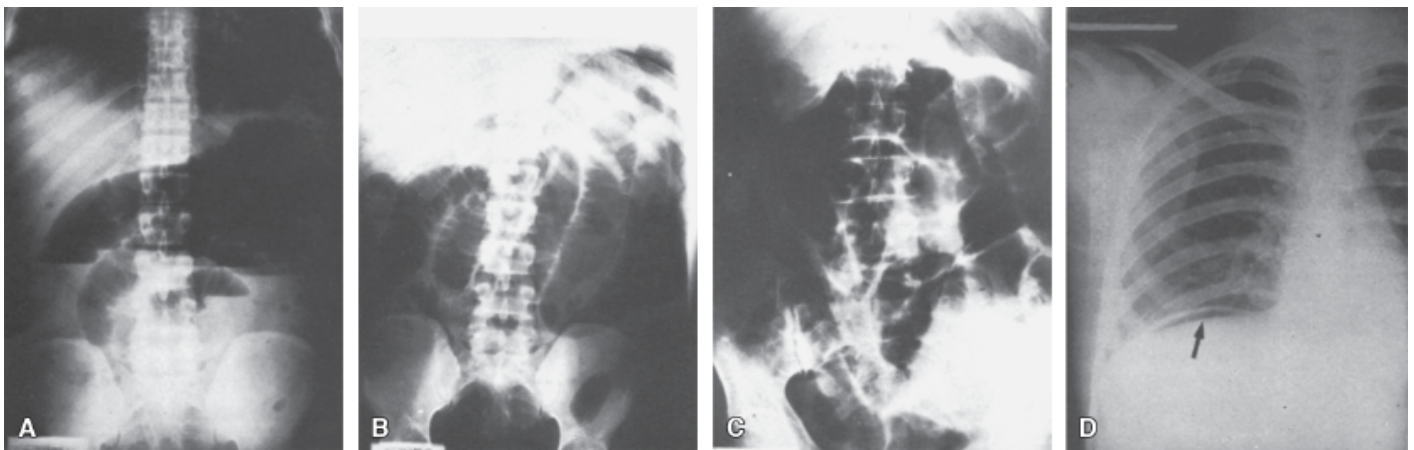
Radiografias simples do abdome. A. Níveis hidroaéreos observados em pacientes com obstrução do íleo por bridas pós-operatórias. B. Distensão de alças delgadas reconhecidas pela imagem característica que lhes dão as válvulas de Kerckring. C. Distensão e irregularidade em alças intestinais em pacientes com isquemia mesentérica. D. Coleção aérea subdiafragmática direita em caso de perfuração do íleo.
